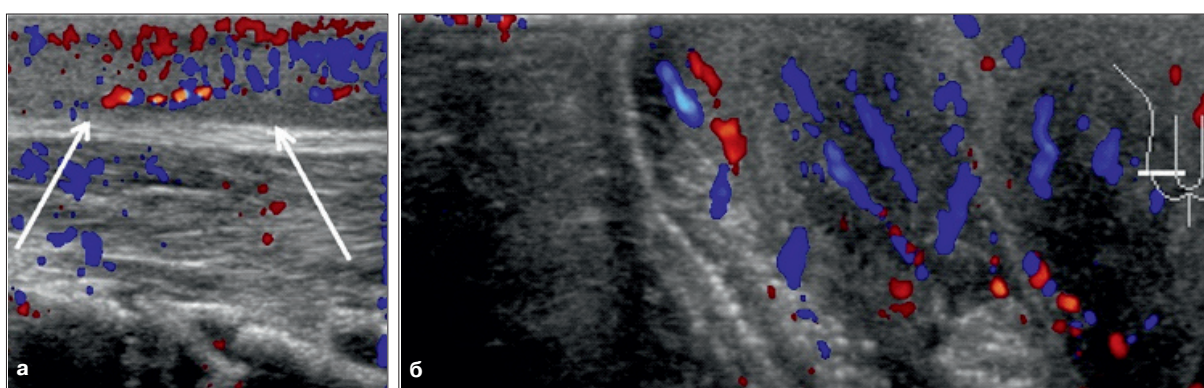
а. Тот же пациент. УЗИ с ЦДК мягких тканей поясничной области, в зоне повышенной пигментации (suspicious melanoma); б. Тот же пациент. УЗИ с ЦДК кожи мошонки (пояснения в тексте)
